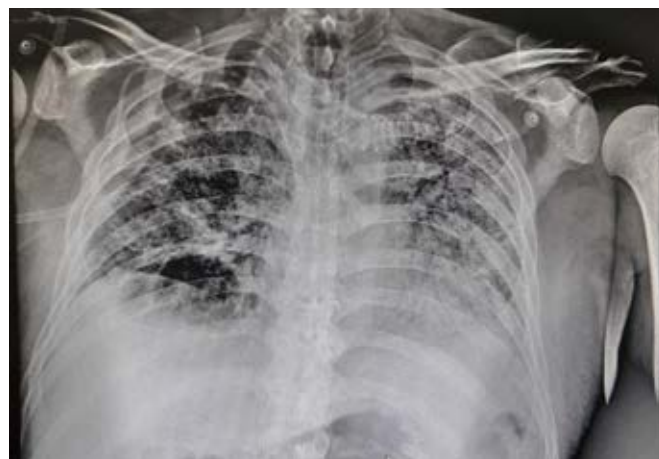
Radiografía de tórax de control posterior a retiro de la sonda endopleural.
